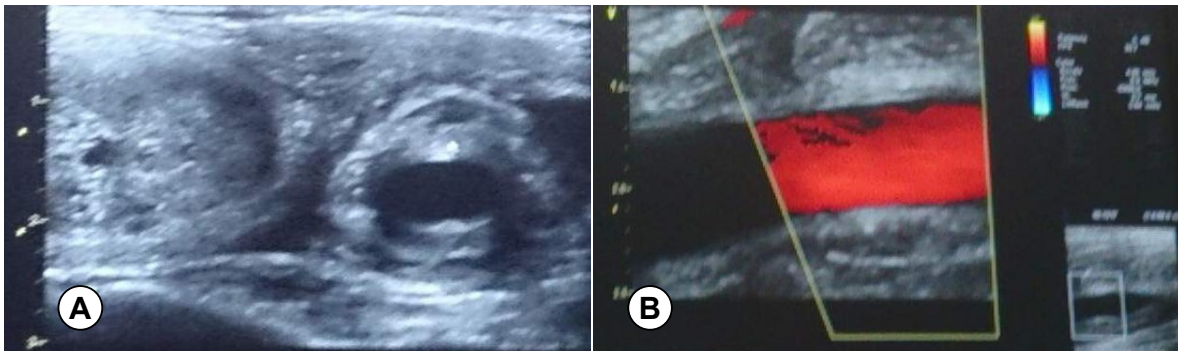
A: Ecografía doppler de carótidas muestra engrosamiento concéntrico hipocogénico de la pared de la carótida común izquierda tercio medio y proximal con sectores de engrosamiento intimal significativo. B: Ecografía doppler de arteria carótida, no se observa obstrucción de arteria carótida, tejido inflamatorio circundante, compatible con arteritis de la carótida común izquierda en fase temprana (no obstructiva) de vasculitis.
